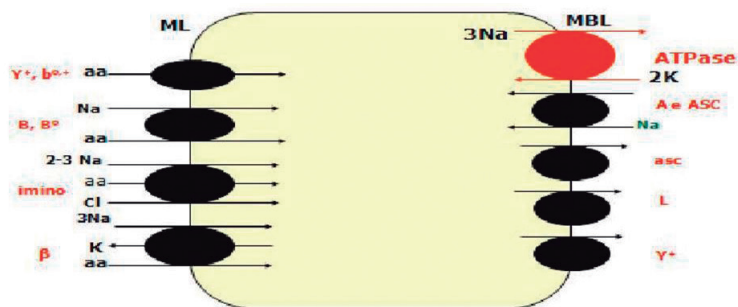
Sistemas de transporte de aminoácidos livres através da membrana luminal (ML) dos enterócitos. (de Berne RM et al. Em: Physiology, 5. ed. Mosby Inc, 2004). Estes sistemas foram descritos nos Quadros 22.3 e 22.4.
